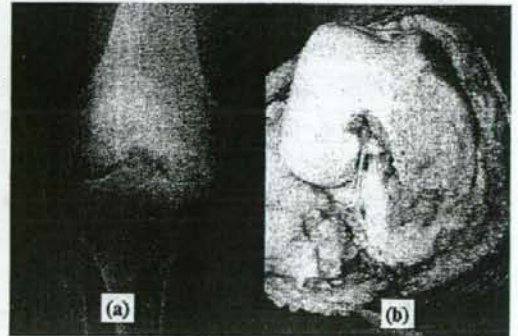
大腿骨内側顆骨壊死の正面単純X線所見 (a) と手術時肉眼所見 (b)
